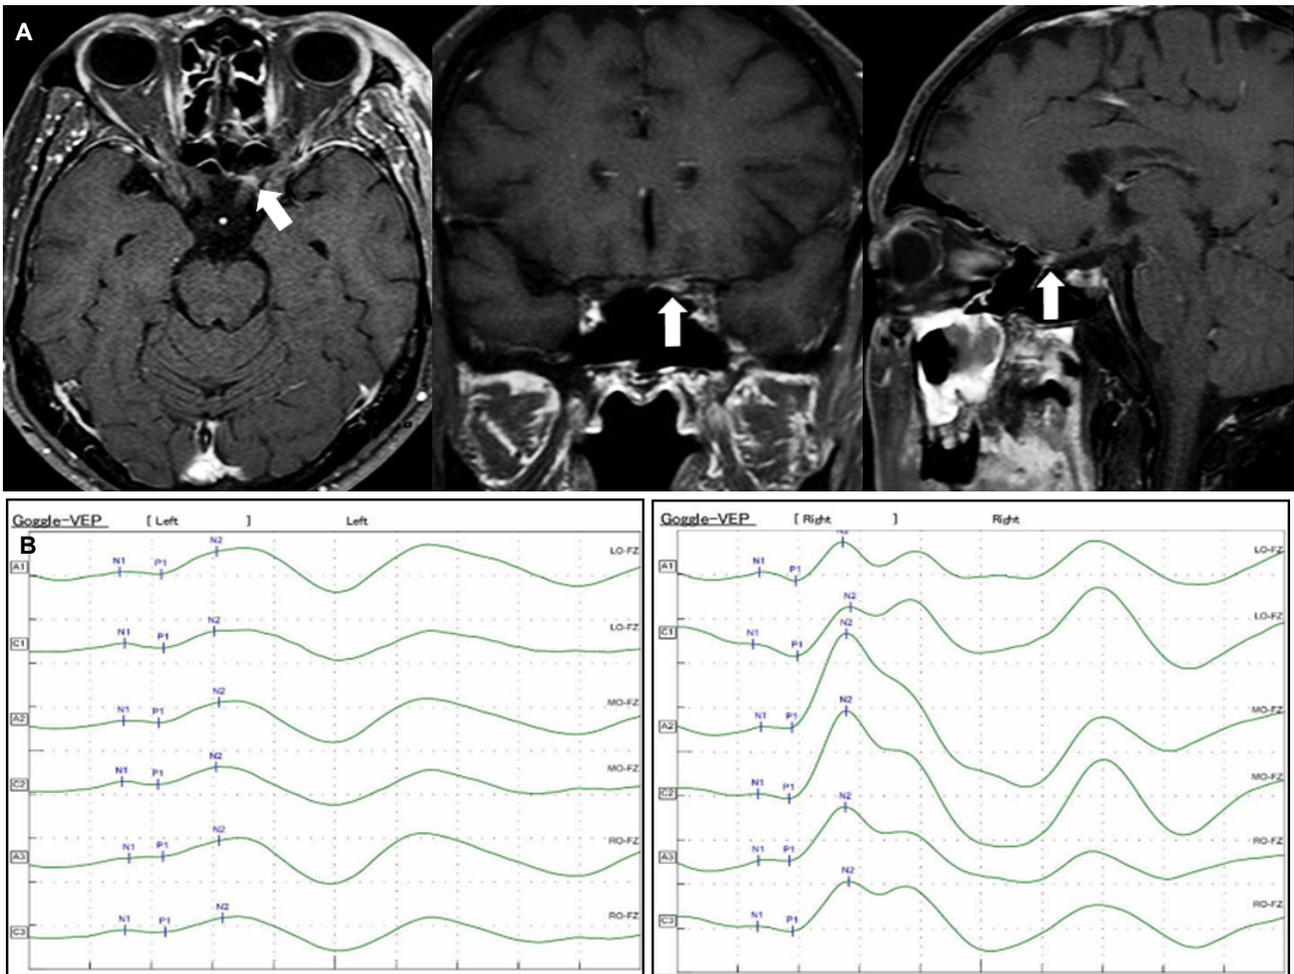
Orbital magnetic resonance imaging and visual evoked potential (VEP) of the patient. (A) Axial, coronal and sagittal contrast-enhanced T1-weighted images show enhancement at the posterior intercanalicular segment of left optic nerve (arrows). (B) VEP shows prolonged P100 latencies in left O1, O2, and Oz recordings that means left prechiasmal lesion.
